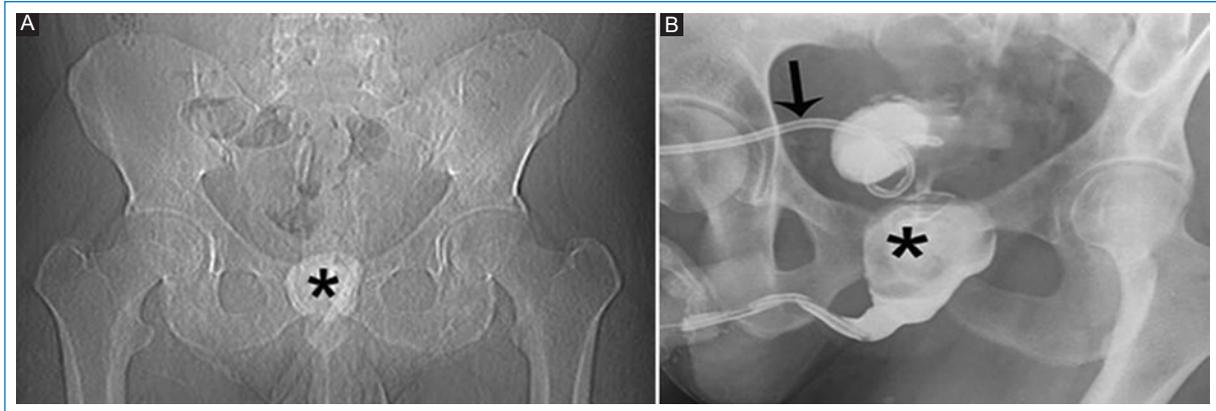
A: radiografía digital de pelvis de frente que muestra una gran litiasis (asterisco) de localización infravesical central. B: uretrografía retrógrada y cistografía por talla vesical. Uretra posterior ensanchada con falta de relleno a expensas de una imagen radioopaca (asterisco). Existe pérdida de la morfología cónica habitual entre la uretra membranosa y bulbar, sin pasaje a la vejiga, por lo cual se instila el contraste por la cistostomía percutánea (flecha).
